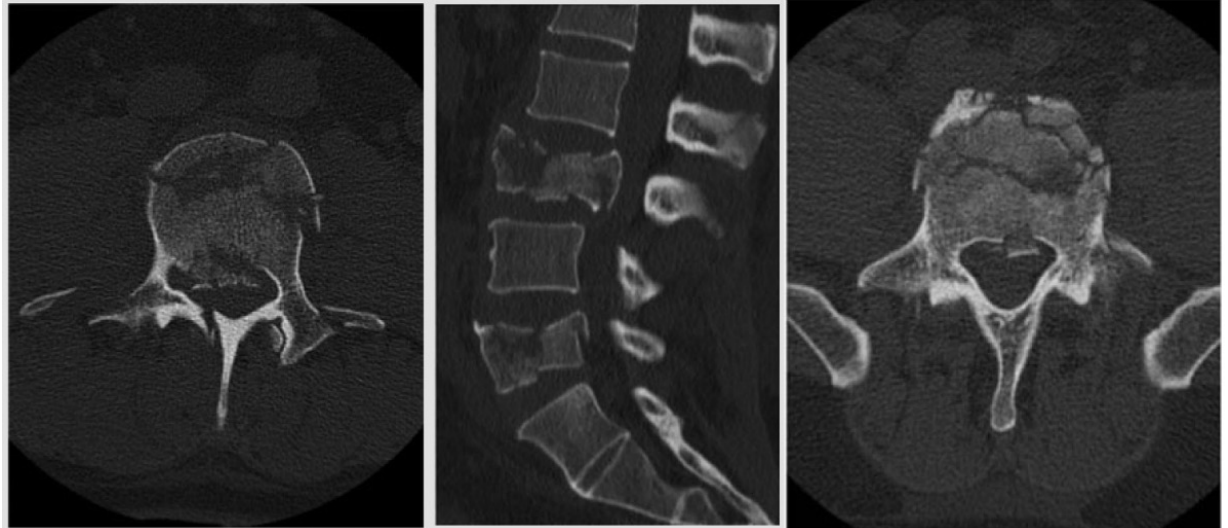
Immagini eseguite in Tomografia Computerizzata di burst fractures. Fonte: (26)
